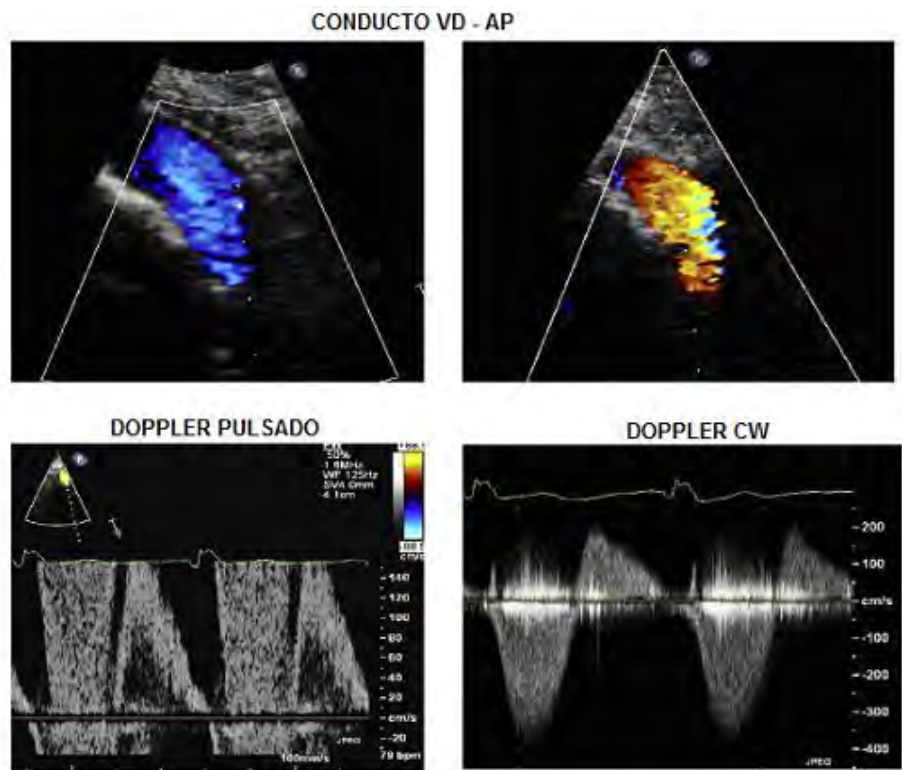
Evaluación por ecocardiografía 2D de un homoinjerto valvular con conducto VD - AP después de la reparación de un tronco arterioso, examinado desde la vista paraesternal izquierda. El flujo anterogrado (azul) y el flujo retrógrado (rojo) de la insuficiencia pulmonar se muestran. El doppler pulsado muestra señales de aliasing de estenosis y una señal retrograda de regurgitación a nivel de la válvula. La señal doppler CW del conducto valvular muestra estenosis significativa y regurgitación. VD, ventrículo derecho; AP, arteria pulmonar
